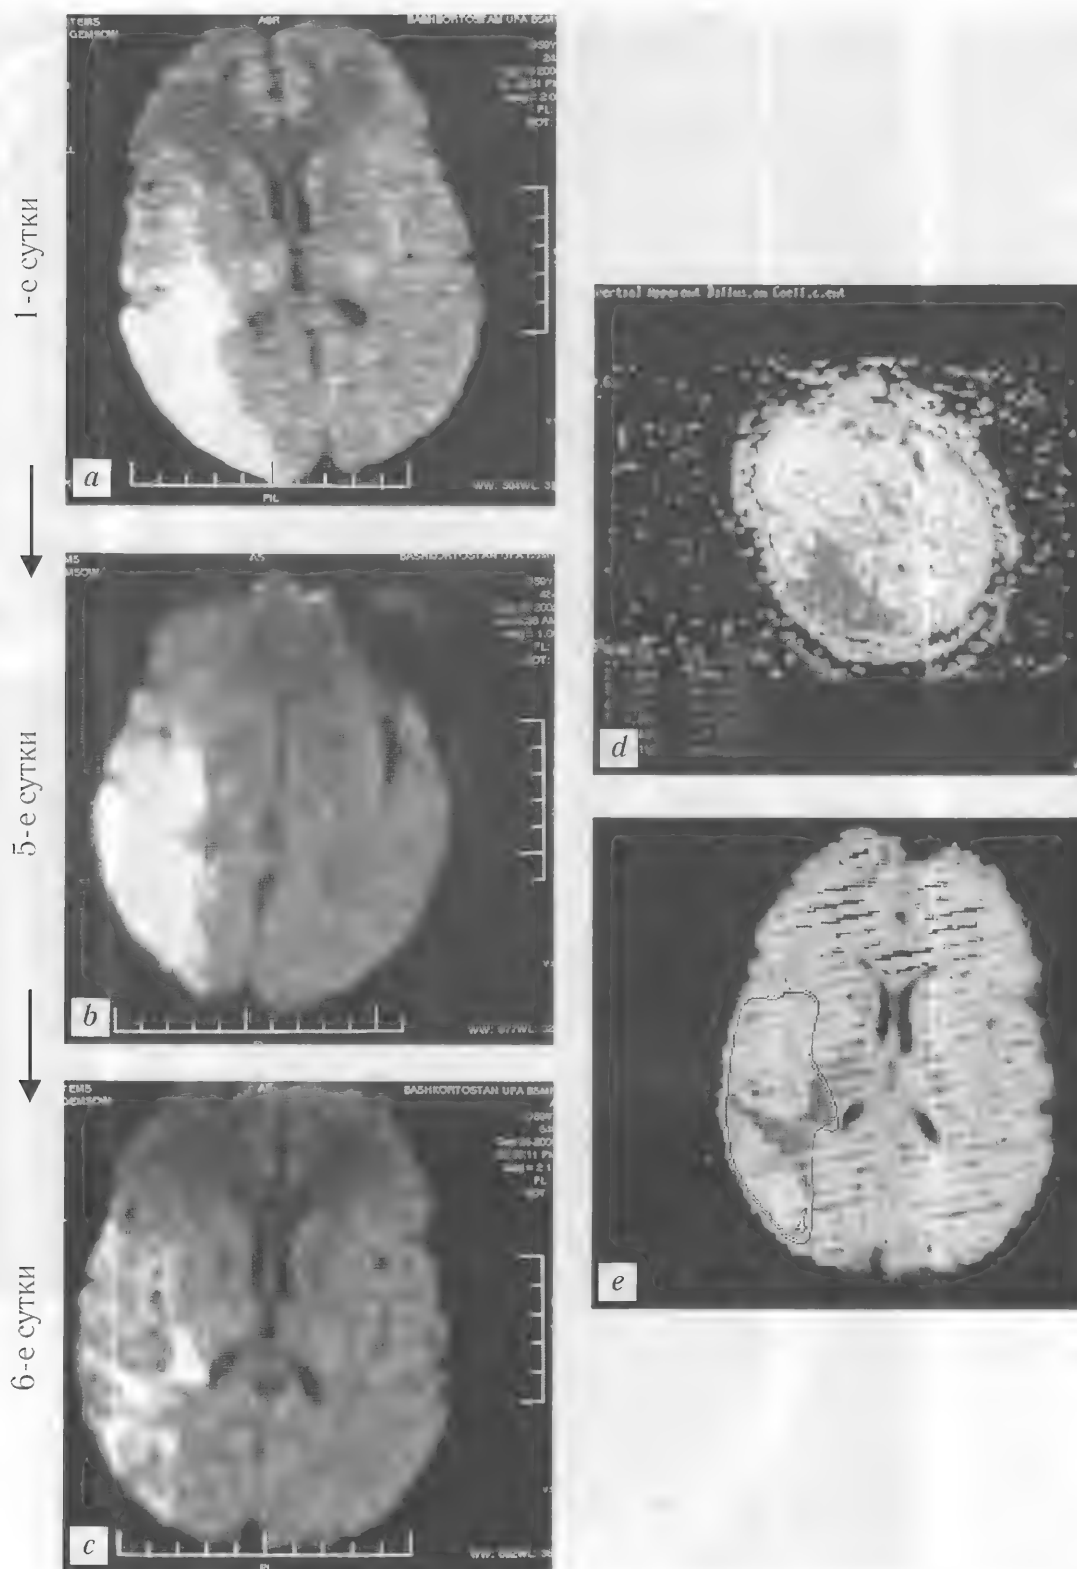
Больной Я., 59 лет. Ишемический инсульт в правой теменно-затылочной области. Контроль медикаментозного лечения. МРТ: ДВИ — *a–e*
